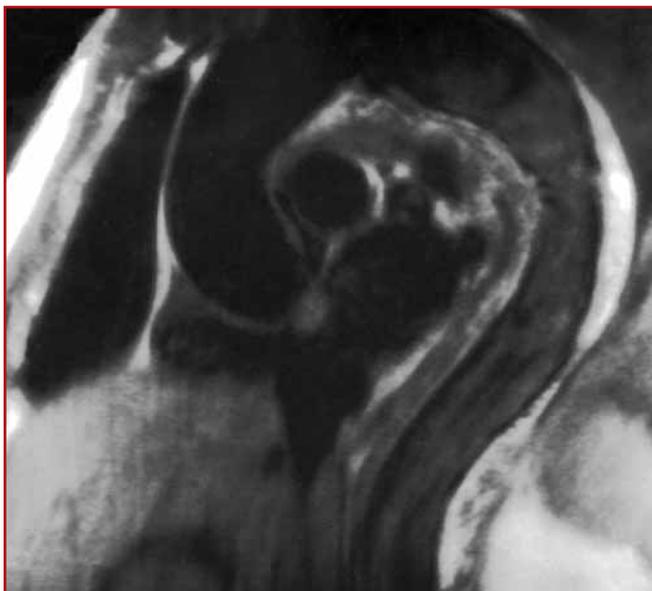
IRM: hypersignal en T1 signant un hématome du mur postérieur de l'aorte thoracique descendante.
